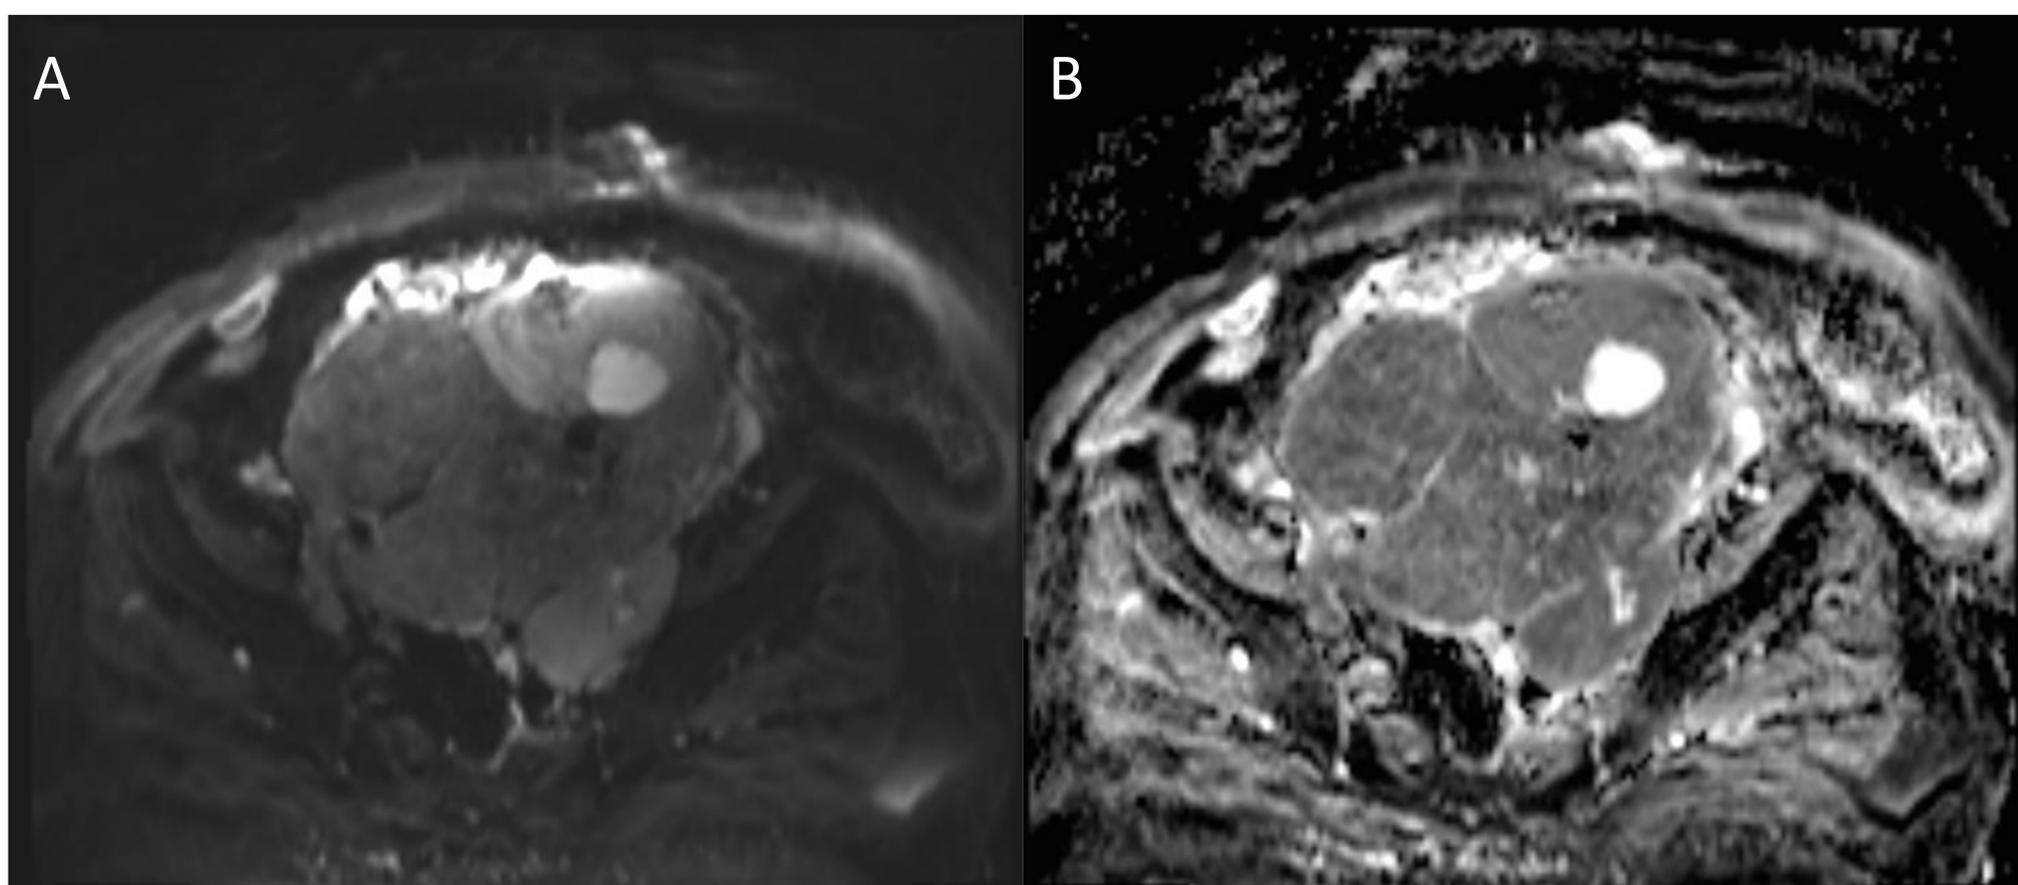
Secuencias funcionales de RM (A) Difusión (b:800) y (B) ADC centradas en pelvis de la paciente de la figura 9. Se observa que la lesión descrita en la figura 9 no restringe en difusión.
